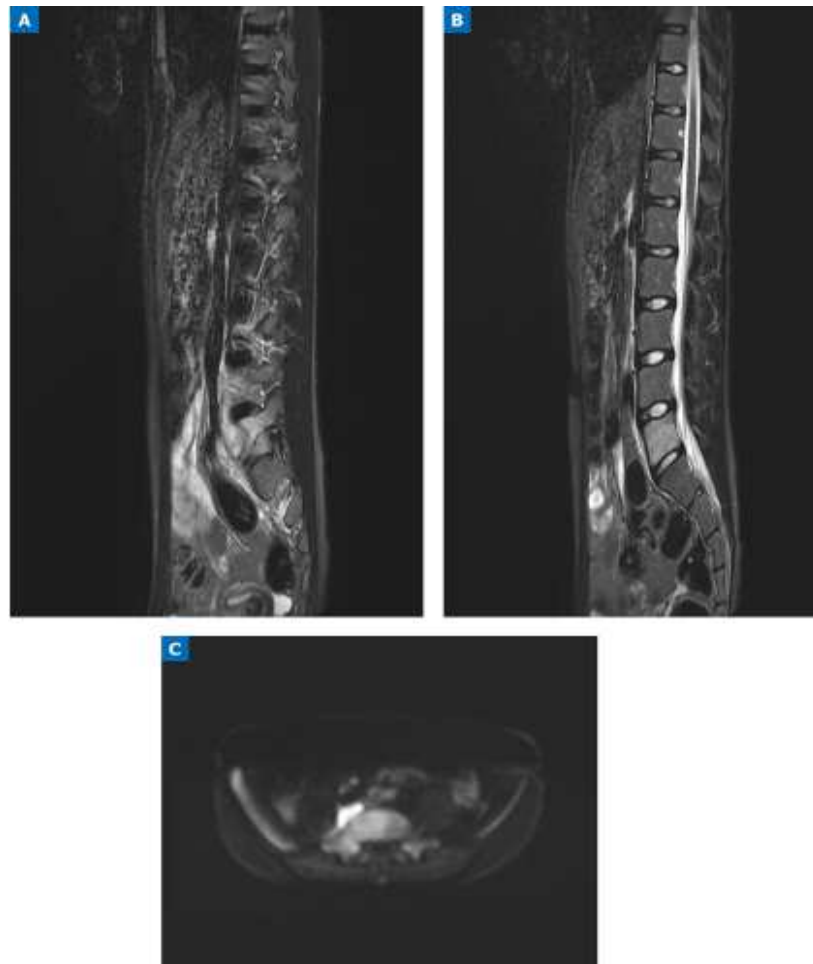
IRM du rachis lombaire. A et B. Coupes sagittales. C. Coupe transversale. Visualisation de la collection et de l'atteinte du corps vertébral [80].
